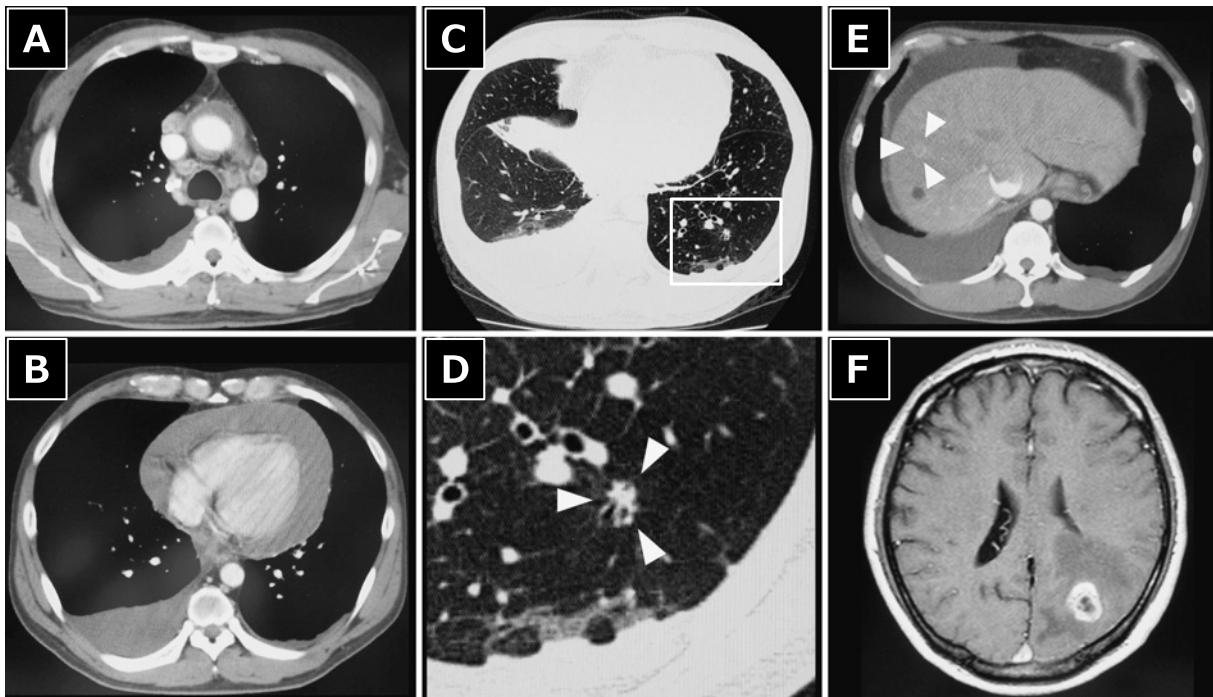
Contrast-enhanced chest computed tomography (CT) demonstrates mediastinal lymphadenopathy, bilateral pleural effusion and pericardial effusion (A, B). Chest CT shows a peripheral nodule with a spiculated margin (C, arrowheads in D) in the lower lobe. D represents a magnified image of the portion marked by a square in C. Contrast-enhanced abdominal CT reveals ascites and a nodule in the liver with enhancement (arrowheads in E). Brain magnetic resonance imaging shows a ring-enhanced mass with edema in the left occipital lobe (F).
